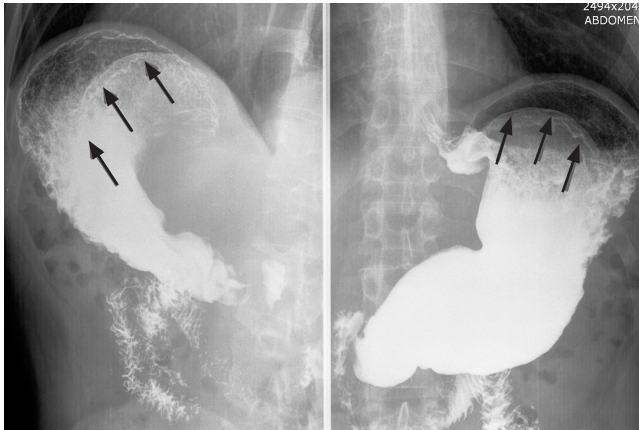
МСКТ пациента с панкреонекрозом, 6 недель от начала заболевания. Аксиальные срезы, нативное сканирование (а), артериальная фаза (б), в – рентгенограмма, скопическое исследование желудка а–б – в парапанкреатической клетчатке в области хвоста ПЖ определяется округлое жидкостное скопление с четкими ровными контурами с наличием тонкой стенки, не накапливающее контрастный препарат, – псевдокиста. Псевдокиста значительно деформирует и компримирует желудок. в – отмечаются выраженная деформация и компрессия желудка (стрелки).
